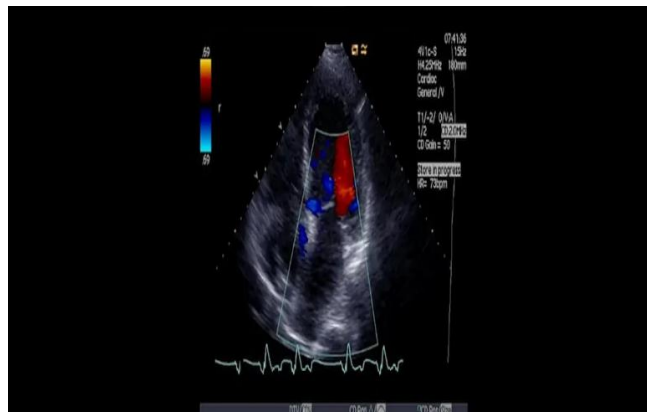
Fluksimetria Doppler me ngjyra (Color Doppler Flowmetry, CDF)
